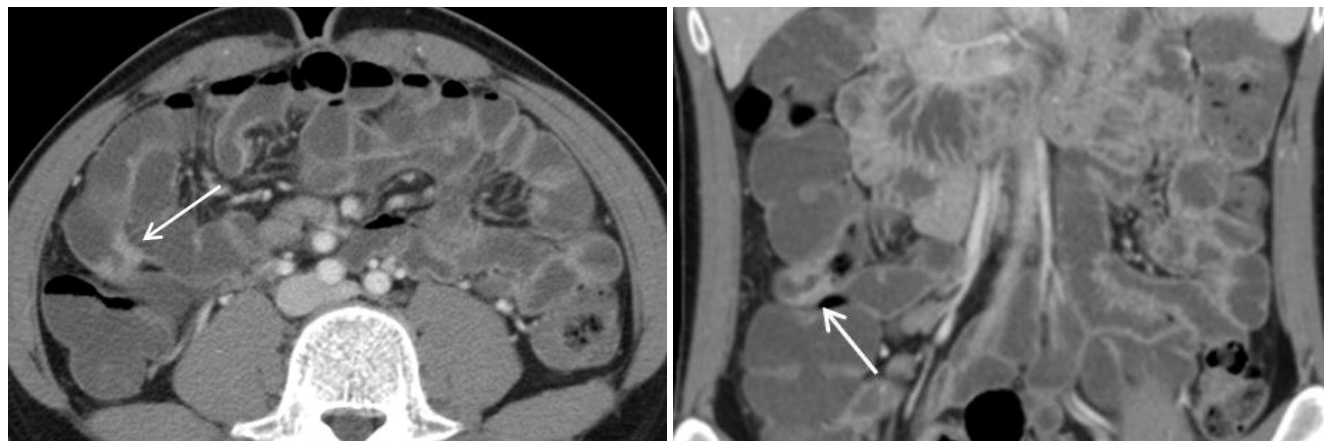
A 19-year-old man with Crohn disease at the ileum. CT enterogram shows concentric wall thickening and mucosal hyperenhancement (arrows) at the ileum on axial image (A), which were missed on coronal image (B).
